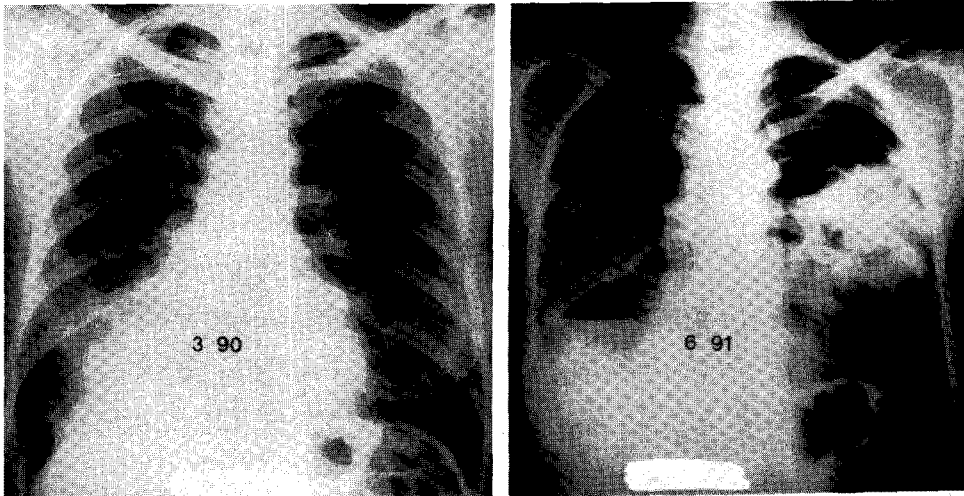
Chest roentgenogram showed pneumonic consolidation with collapse on right lower lobe (3. 1990) progressed to diffuse pneumonic consolidation on left midlung field with multiple cavities on right lower lobe (6. 1991).
